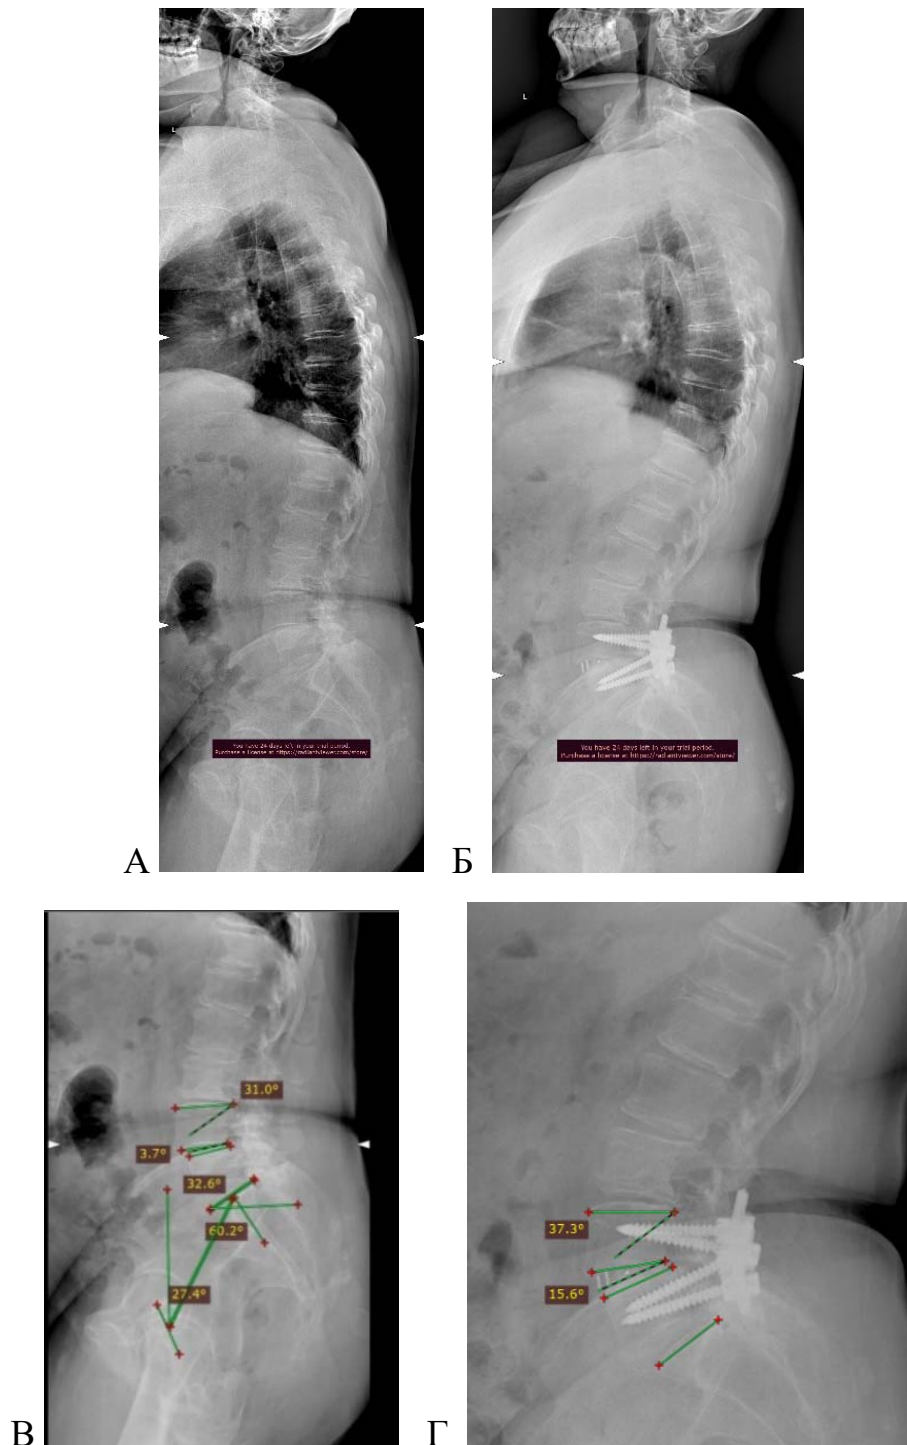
Рентгенограммы пациентки Л. до и после хирургического вмешательства на поясничном отделе позвоночника. Нарушение угловых взаимоотношений на одном уровне L4–L5 определяло нарушение глобального сагиттального баланса, включение механизмов декомпенсации. После проведения корригирующего декомпрессивно-стабилизирующего вмешательства на данном уровне, восстановления сегментарного лордоза на L4–L5 отмечается увеличение Low LL (L4–S1), восстановление сагиттального баланса. Постуральные рентгенограммы позвоночника в боковой проекции до (А) и после (Б) операции; рентгенограммы поясничного отдела позвоночника в боковой проекции с разметкой параметров позвоночно-тазового сагиттального баланса до (В) и после (Г) операции
